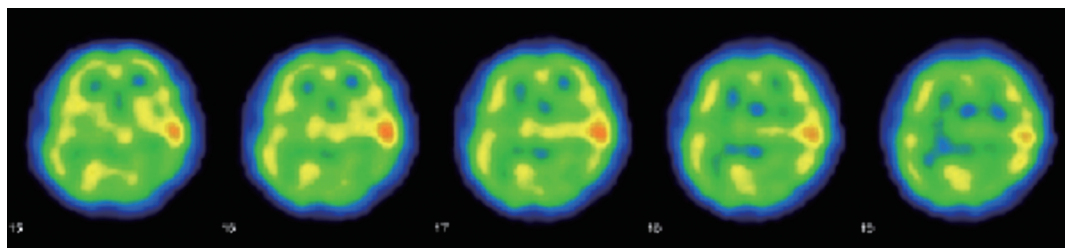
Brain SPECT (I123-IMP) on the 4th day after onset.
